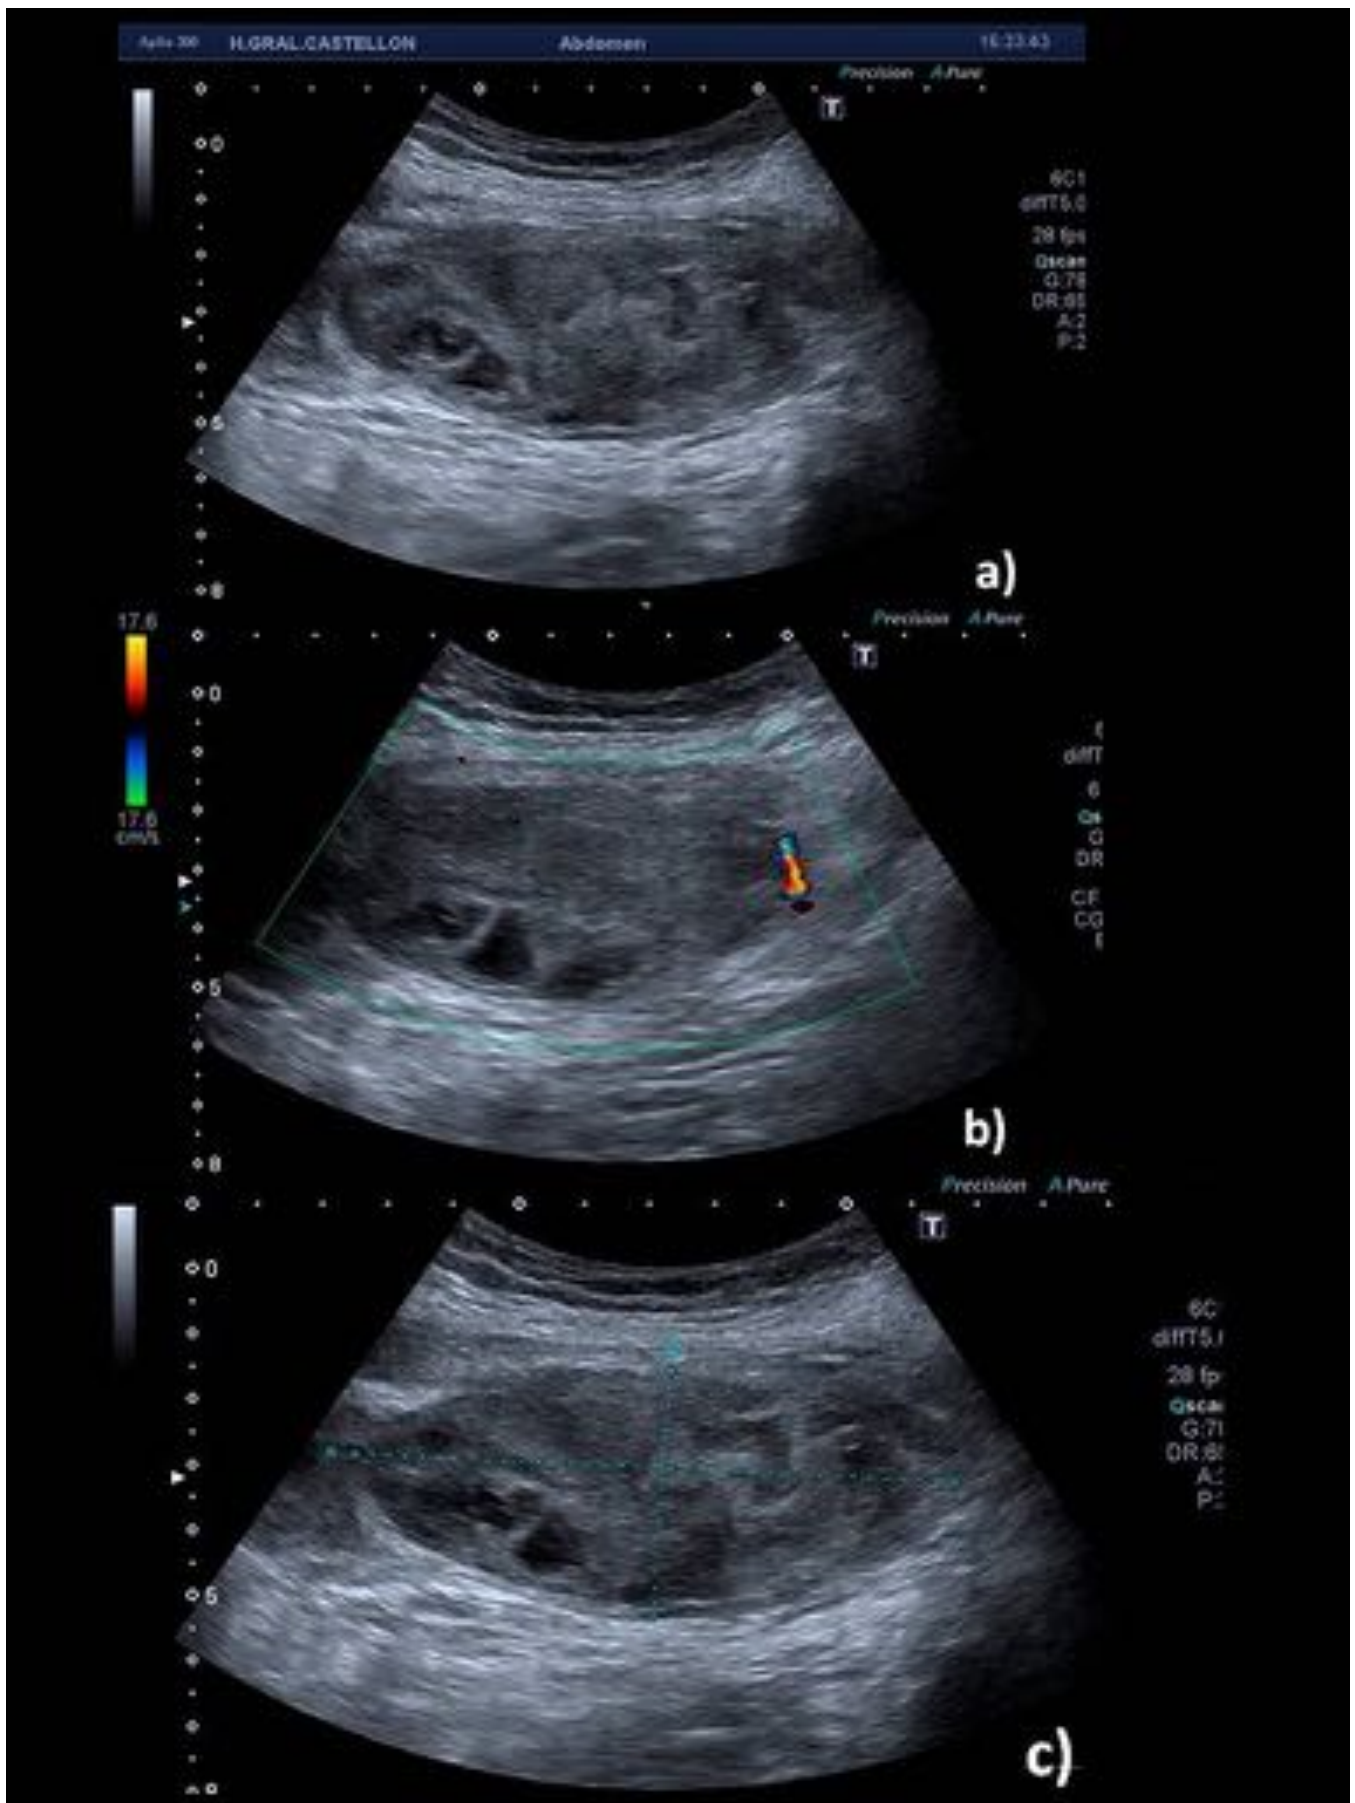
Hematoma de músculo recto: En ecografía abdominal la tumoración que presenta el paciente se corresponde con un engrosamiento focal del músculo recto abdominal derecho. Dicho engrosamiento se produce a expensas de una masa fusiforme de 9x4 cm, de ecogenicidad heterogénea a), c) y sin vascularización en el estudio doppler b)
